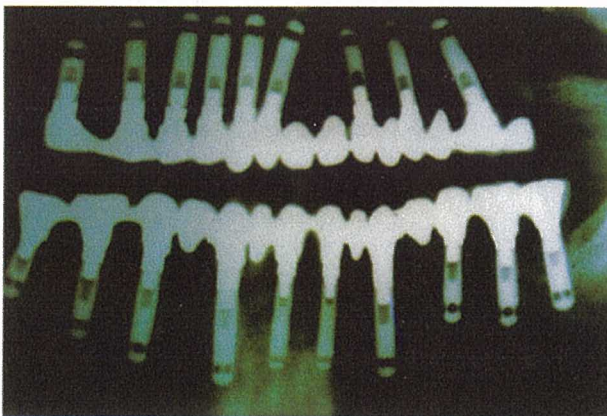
Controllo radiografico a 36 mesi dall'intervento di implantologia in soggetto edentulo totale. Pz. Friggione L.
